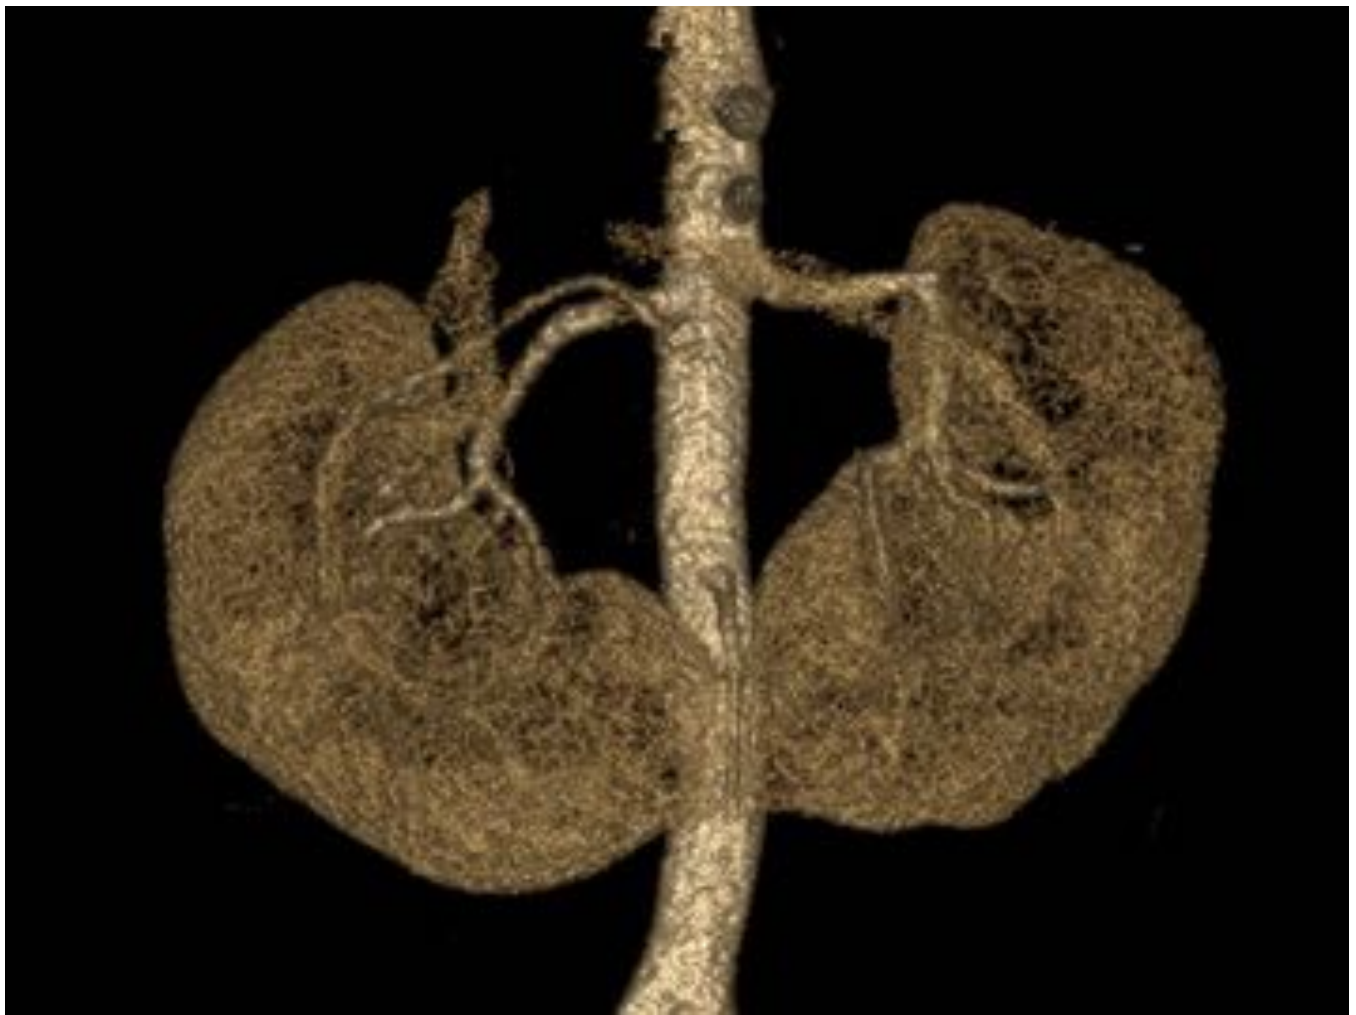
En esta reconstrucción 3D de TC-angiografía se puede identificar arterias múltiples renales bilaterales, objetivándose arterias polares renales inferiores bilaterales.
